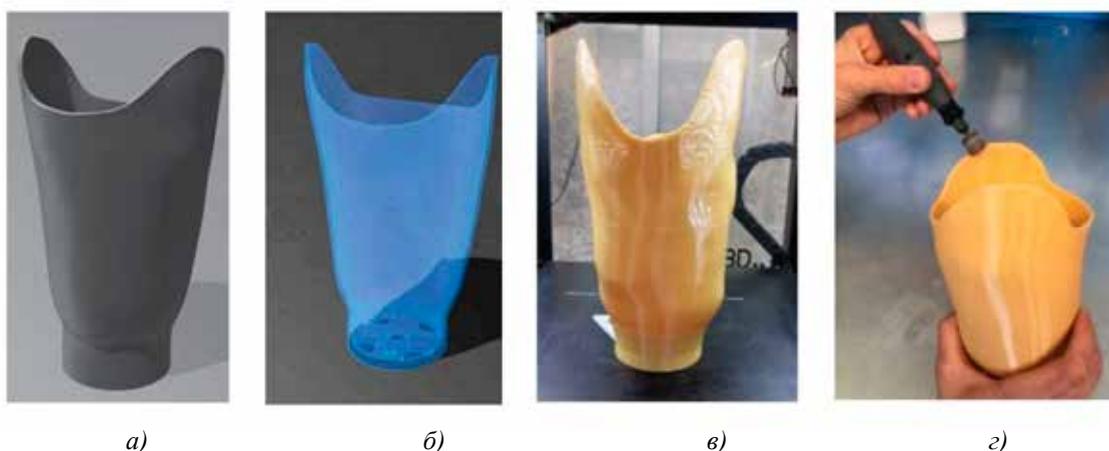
Типовые этапы производства приемных гильз протезов: а) готовая к САМ-обработке электронная геометрическая модель приемной гильзы протеза; б) анализ толщины стенок гильзы (равномерности, минимальной толщины); в) распечатанная на 3D-принтере по технологии экструзии из сопла приемная гильза протеза; г) механическая постобработка приемной гильзы протеза
